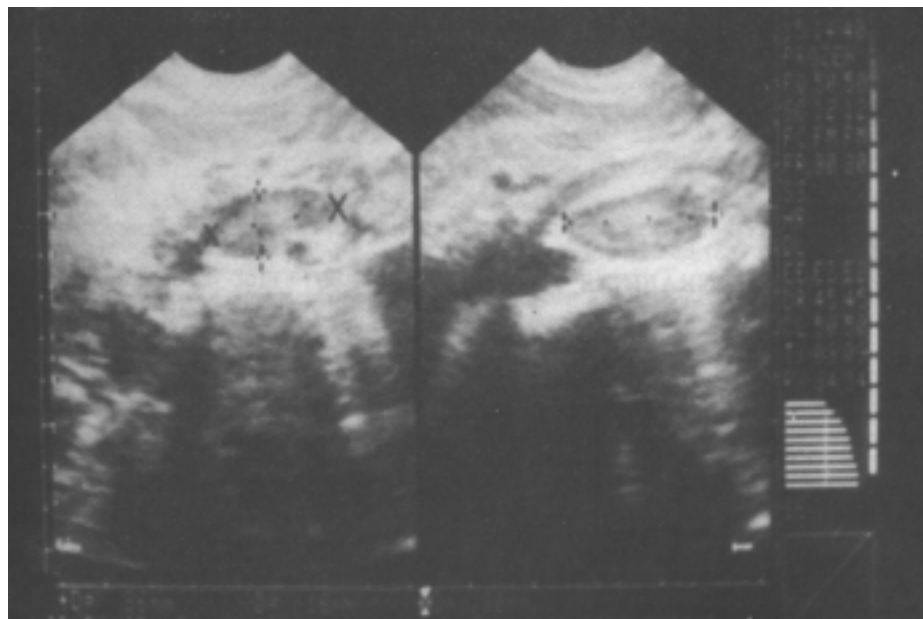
Feocromocitoma maligno, com tumor principal adjacente à artéria mesentérica superior, à ultra-sonografia.
